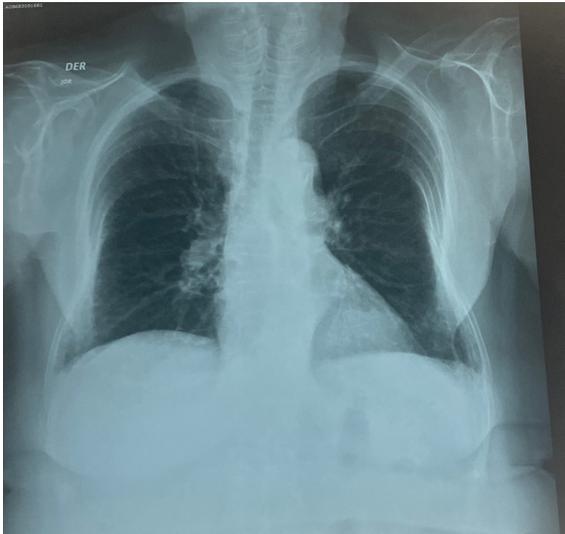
Teleradiografía de tórax
